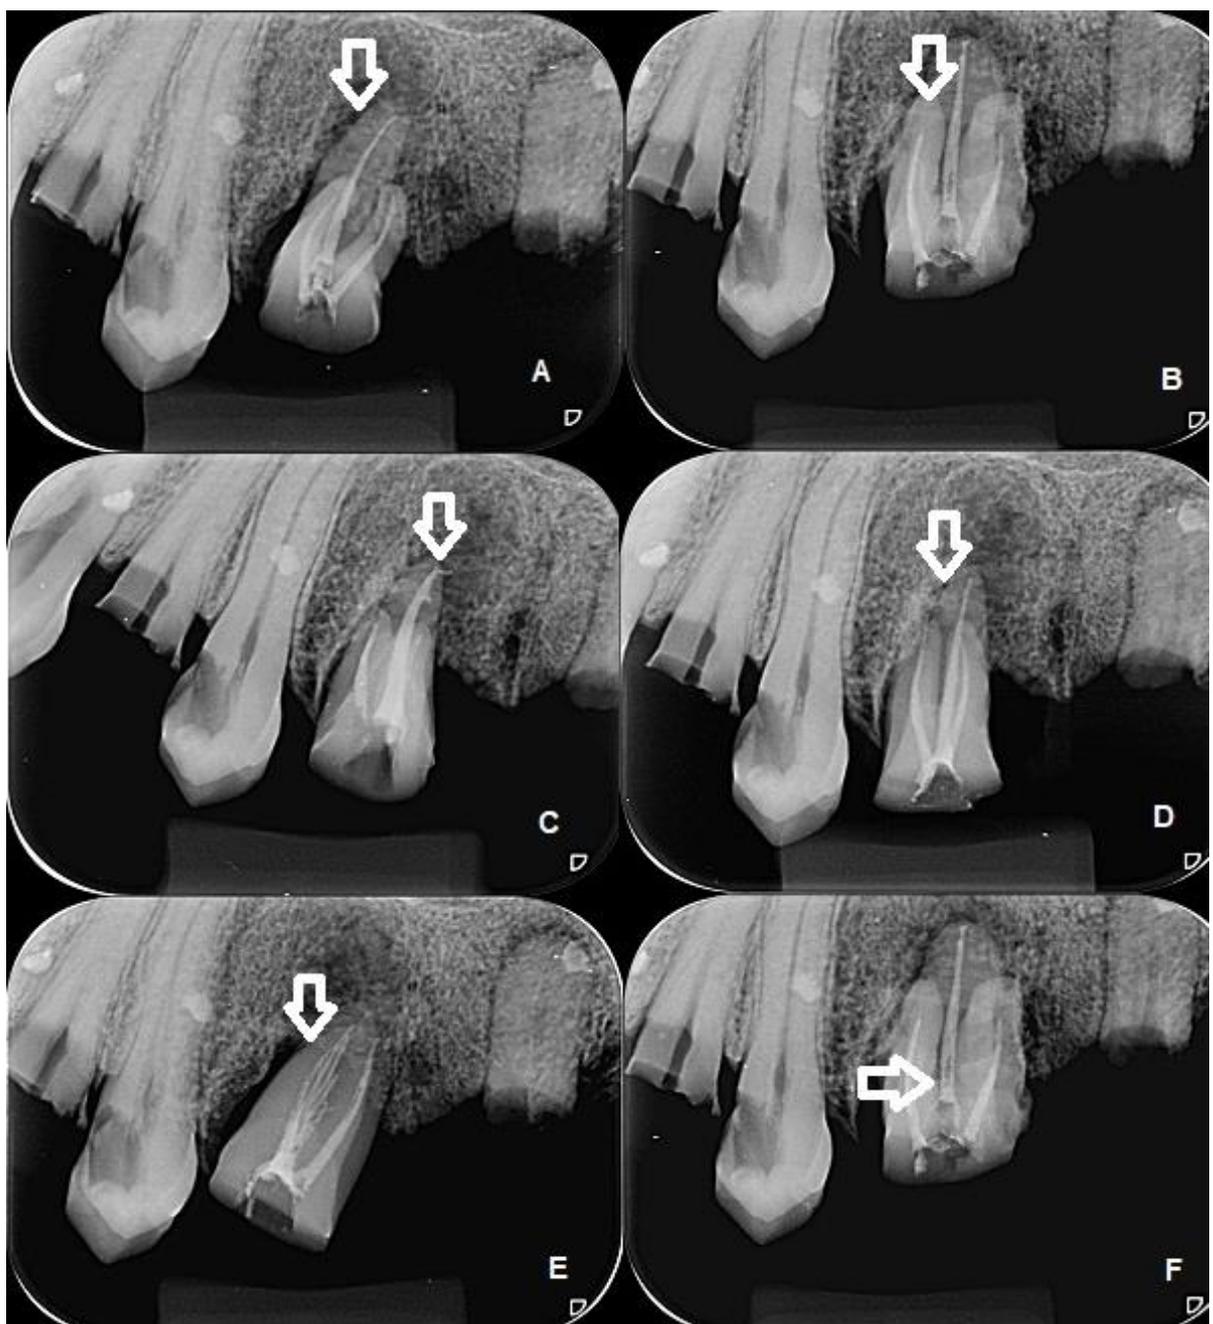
Radiografias periapicais exemplificando as classificações: Comprimento da obturação: A. 0 – 2 mm do ápice radicular; B. > 2 mm aquém do ápice radicular; C. Extrusão de material obturador (além do ápice radicular); Homogeneidade: D. Homogêneo; E e F. Não homogêneo.
